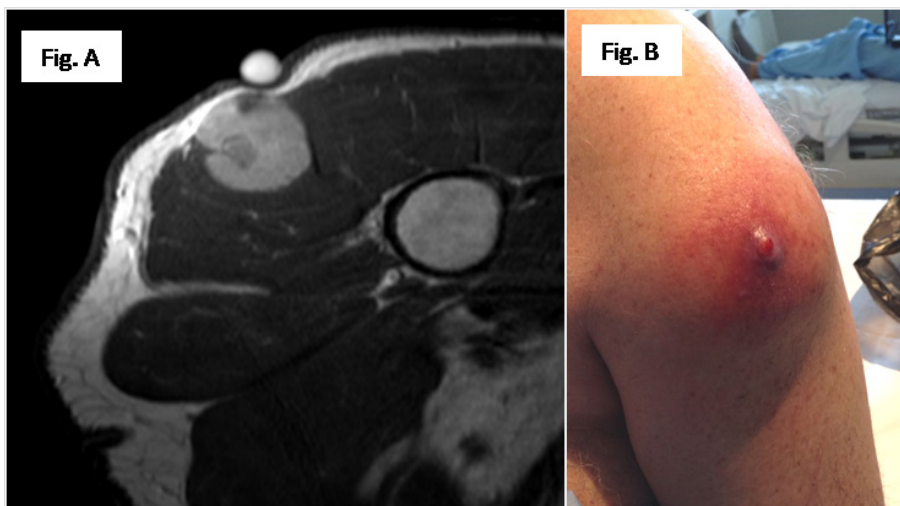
A. Corte axial de Resonancia Magnética, potenciada en T1, donde se objetiva una masa tumoral intradeltoidea (marcada en periferia), con afectación de fascia superficial y tejido celular subcutáneo además de imágenes heterogéneas centrales sugestivas de necrosis tumoral. B. Infiltración cutánea tumoral.
